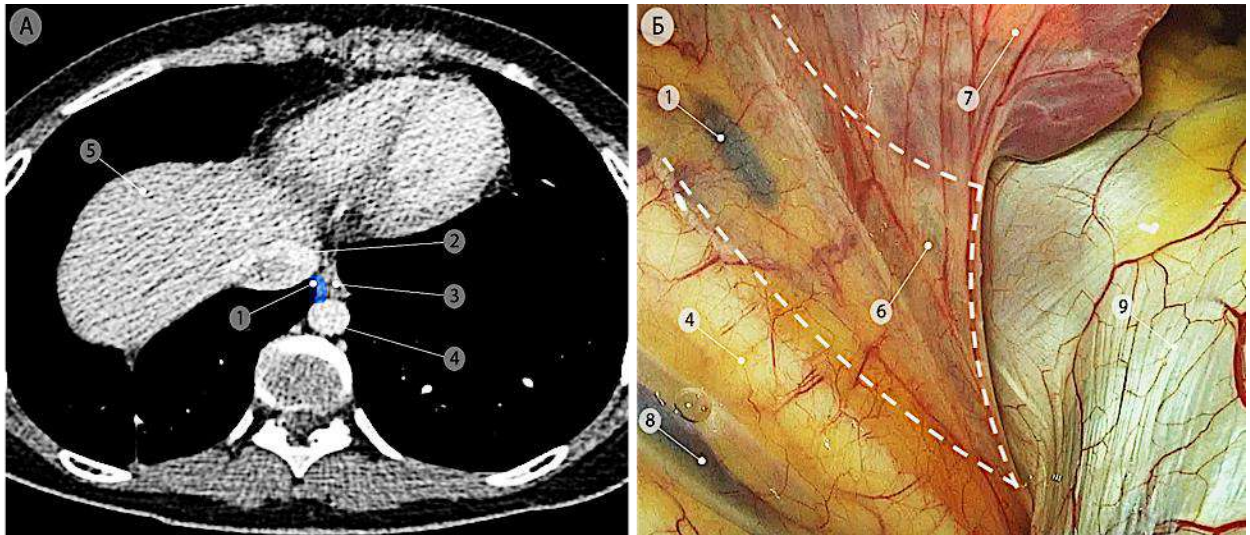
Лимфатические узлы правой лёгочной связки (группа 9R), отмечены синим цветом. а – компьютерная томограмма (аксиальная проекция); б – интраоперационная эндоскопическая фотография. Пунктирной линией показаны границы подлежащего удалению блока клетчатки с лимфатическими узлами. 1 – лимфатические узлы правой лёгочной связки (группа 9R); 2 – нижняя полая вена; 3 – пищевод; 4 – нисходящая часть аорты; 5 – правая доля печени; 6 – правая лёгочная связка; 7 – нижняя доля правого лёгкого; 8 – непарная вена, 9 – диафрагма
